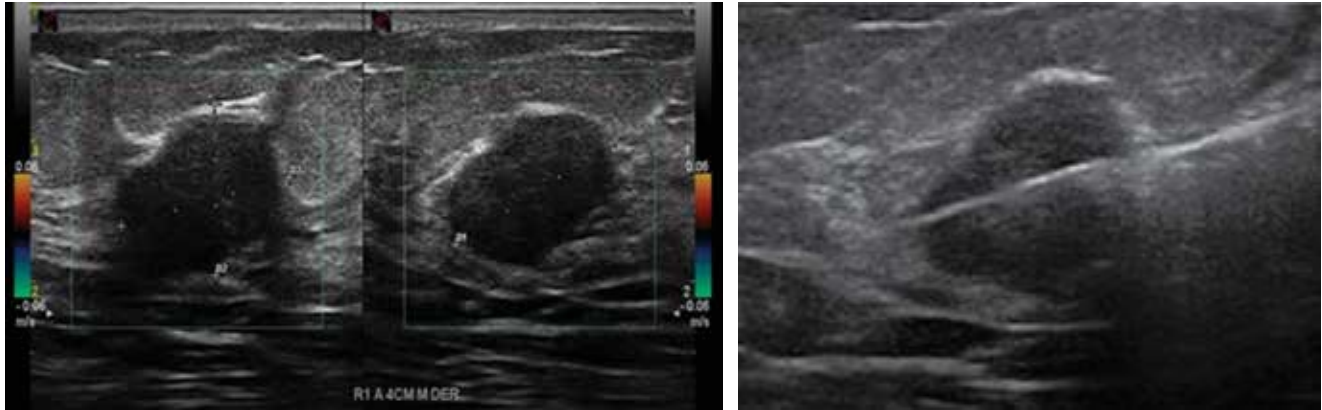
Biopsia guiada por ultrasonido con agujas de corte de tipo trucut de calibre 14 G (2.1 mm de sección).
